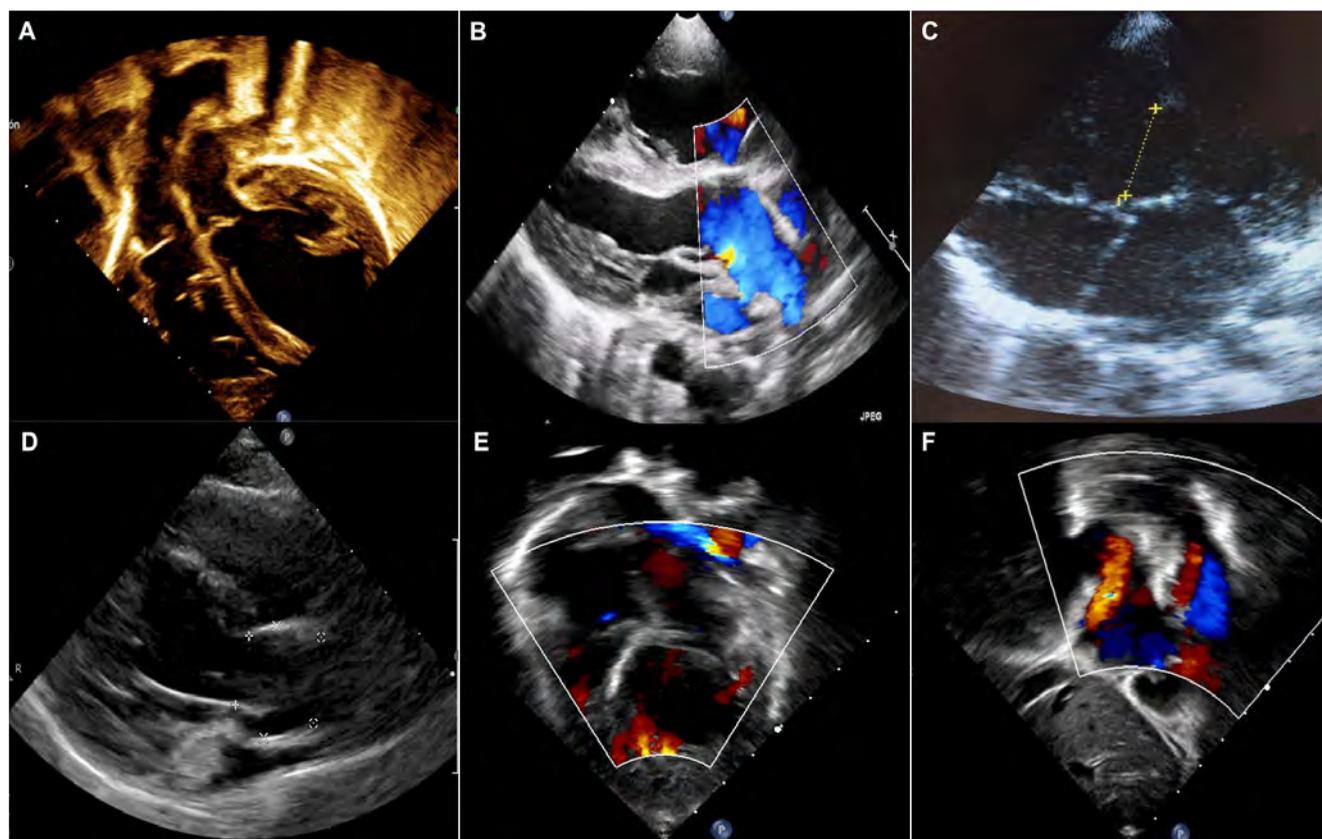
Superior: Ecocardiograma diagnóstico inicial. A) Vasos en posición de transposición, aorta anterior y derecha, pulmonar posterior e izquierda. B) Tronco y bifurcación de la arteria pulmonar emergiendo del ventrículo izquierdo. C) Defecto septal ventricular amplio (16 mm) Inferior: Ecocardiograma de control al año de la corrección. D) Eje largo, se observa neoaorta, con anillo aórtico de 15 mm (z+4.3) de diámetro. E) Ventrículo izquierdo de aspecto esponjiforme, de 2 cm de espesor. F) Plano subcostal, se observa vía de salida del ventrículo derecho (Neopulmonar).
